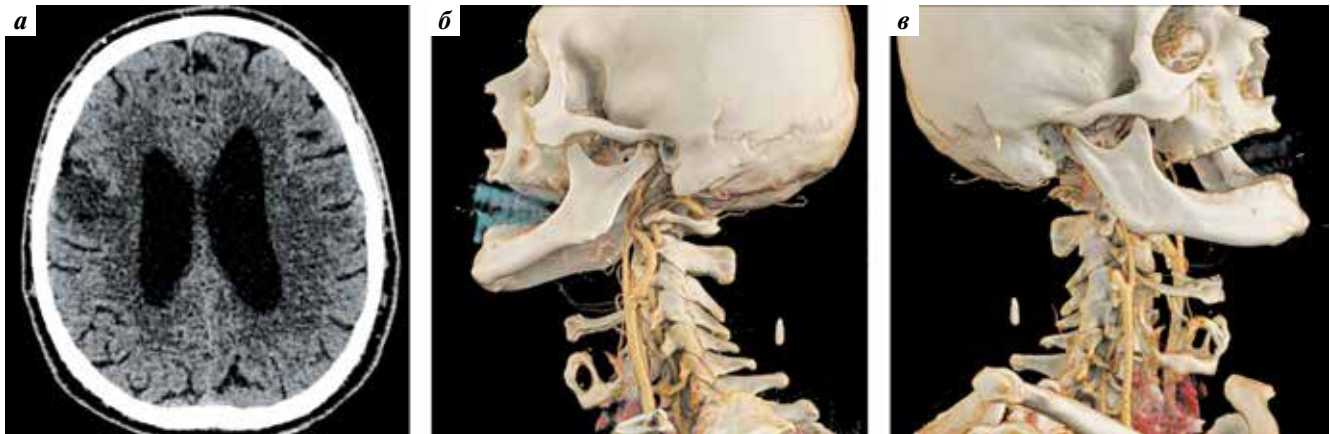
Данные компьютерной томографии (2021 г.): а – очаг ишемии в проекции правой лобной доли (нативная КТ головного мозга); б – значимые стенозы левой внутренней сонной артерии (ВСА) не выявлены (ангиографическое изображение); в – окклюзия правой ВСА
